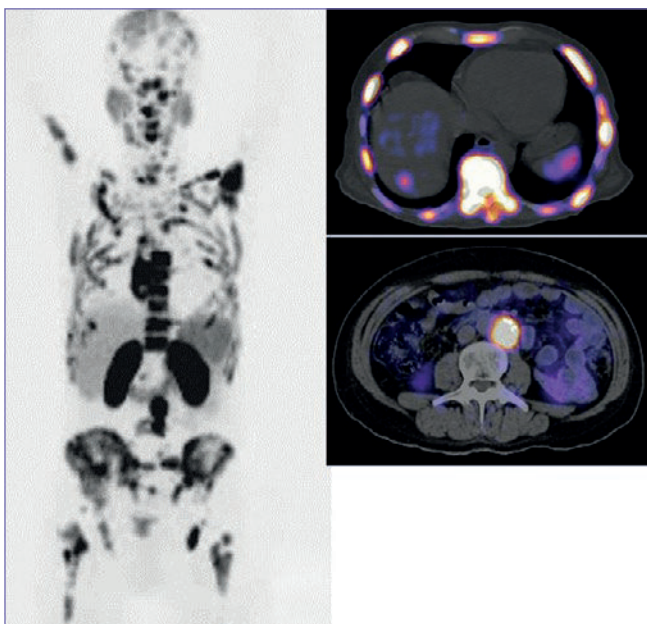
Proyección anterior de máxima intensidad, donde se observa una biodistribución normal del radiotrazador 68Ga-PSMA; además, se observa una intensa captación anormal a nivel óseo, ganglionar paraaórtico y hepático -esta última no visualizada tomográficamente- en un paciente con CP, con progresión a seis ciclos de docetaxel y tres dosis de 223Ra con niveles de APE de 78 ng/ml.
